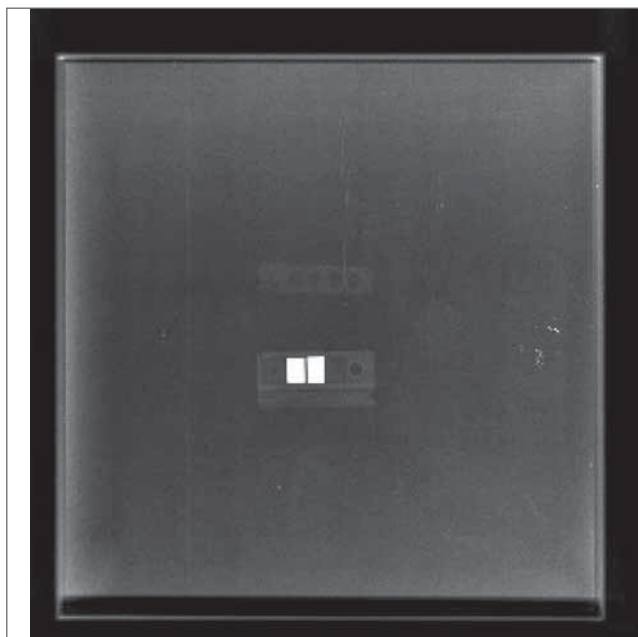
Radiografía de un dosímetro en la que se pueden ver los distintos filtros de la carcasa (ver tabla 1).
